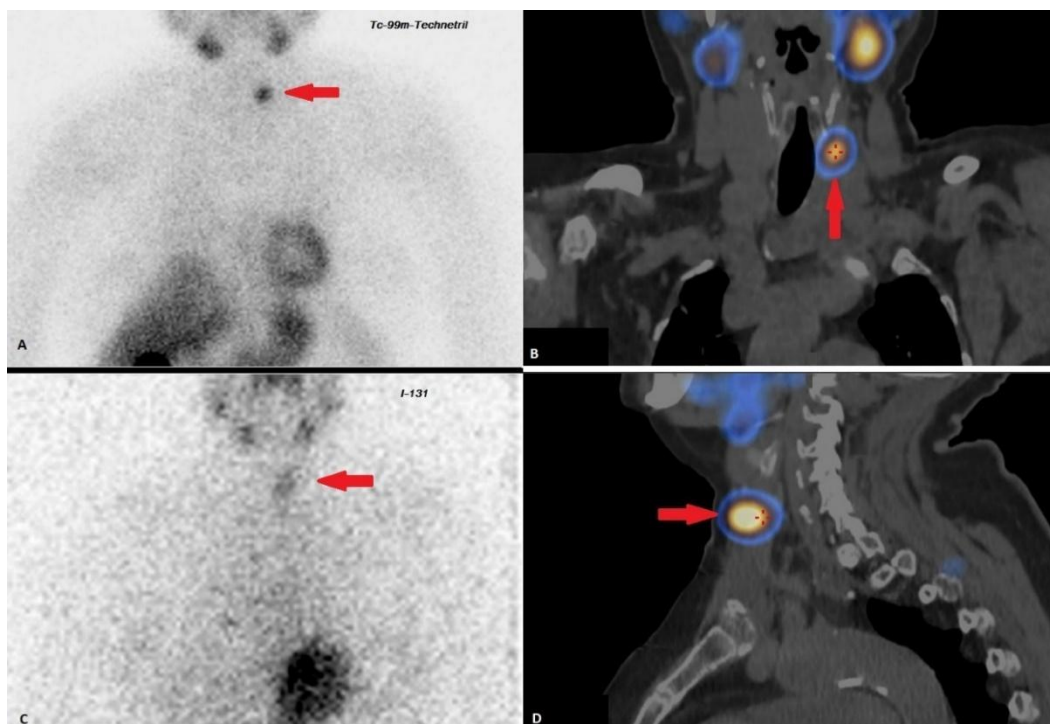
(А) планарная сцинтиграфия с ^{99m}Tc -MIBI; (В) ОФЭКТ-КТ фронтальный срез; (D) ОФЭКТ-КТ сагиттальный срез
